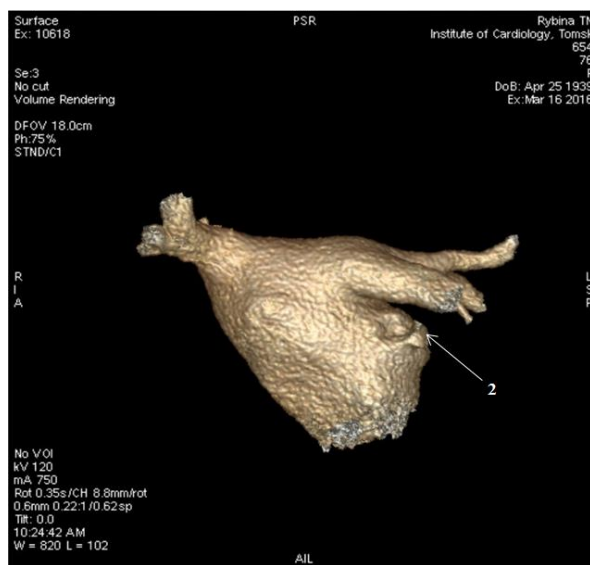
Компьютерная томограмма левого предсердия после окклюзии ушка. 2 – основание ушка левого предсердия.
